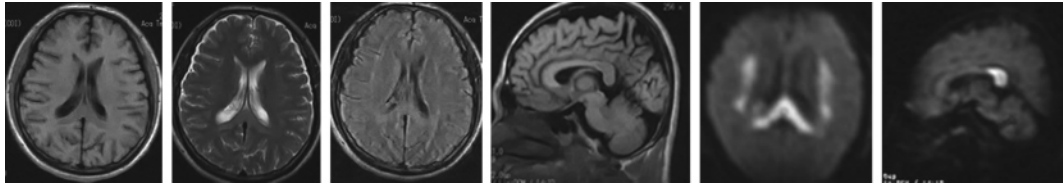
男 62 岁, 头疼头晕, 视听觉障碍等症状约 4 h 入院。DWI 示胼胝体干及双侧压部梗死, 其他各序列显示欠佳
